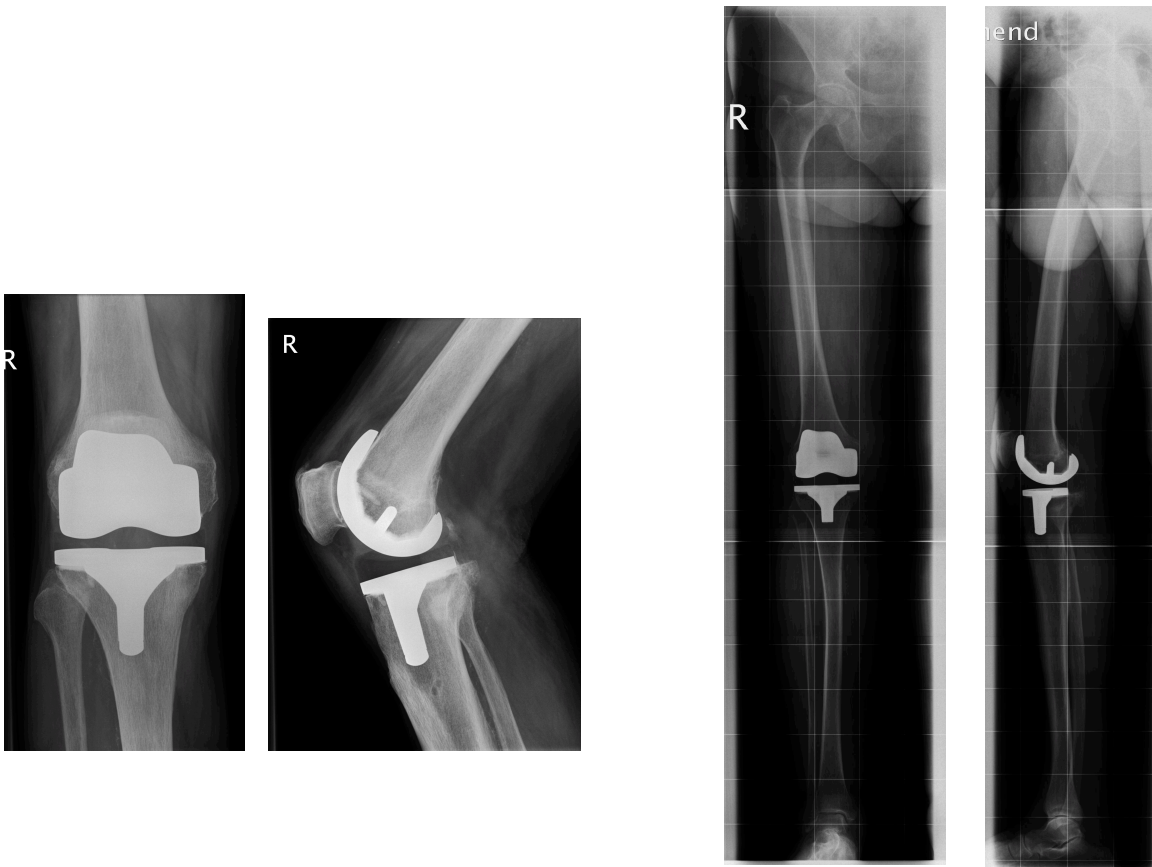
Postoperative Röntgendiagnostik
